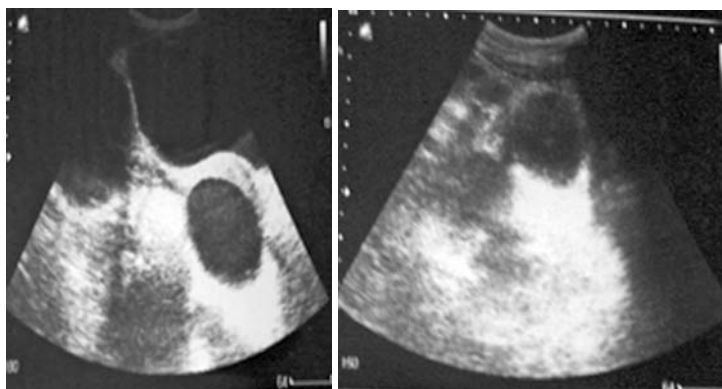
Pacientul C. - ecografia abdominală
